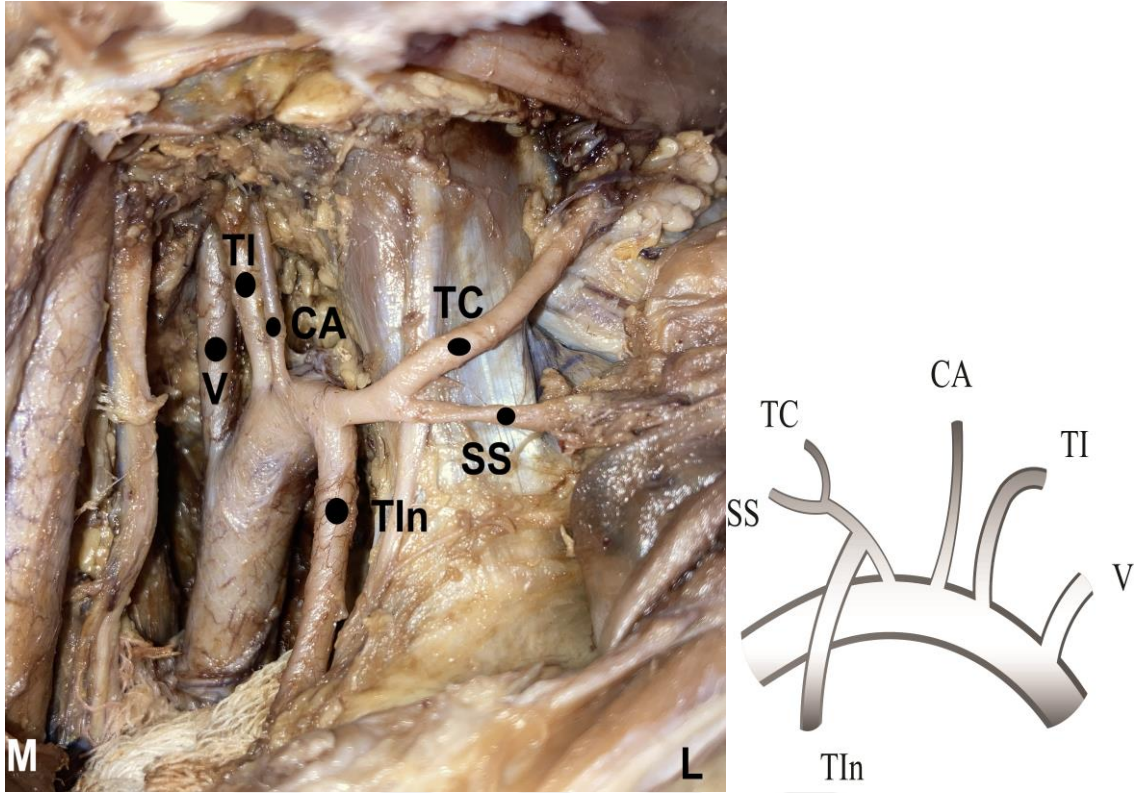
Tip A5 (sağ) (V: A. Vertebralis, CA: A. Cervicalis Ascendens, TI: A. Thyroidea Inferior, TC: A. Transversa Cervicis, SS: A. Suprascapularis, TIn: A. Thoracica Interna)
